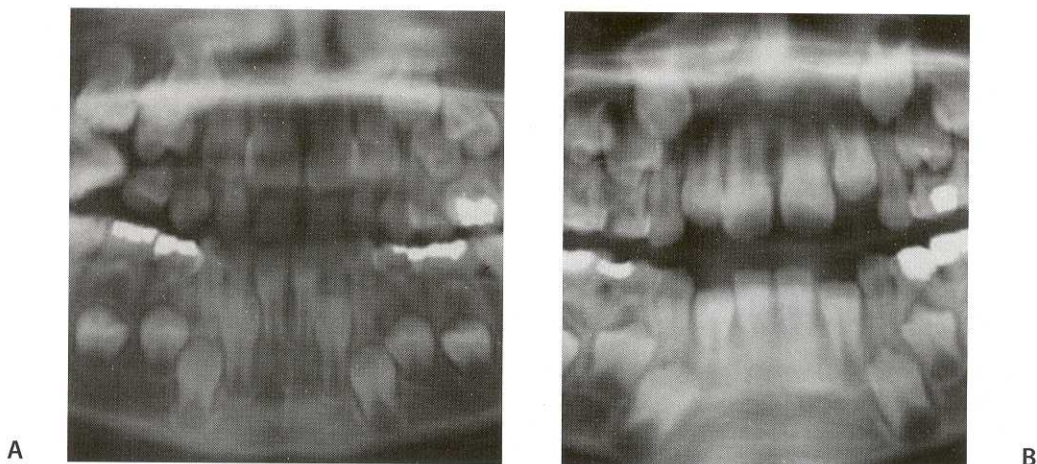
Se muestra en una radiografía cefálica la posición de los incisivos primarios y su relación con la de los permanentes. A. En la dentición primaria, antes de la erupción de los permanentes. B. Los permanentes ya erupcionados.
